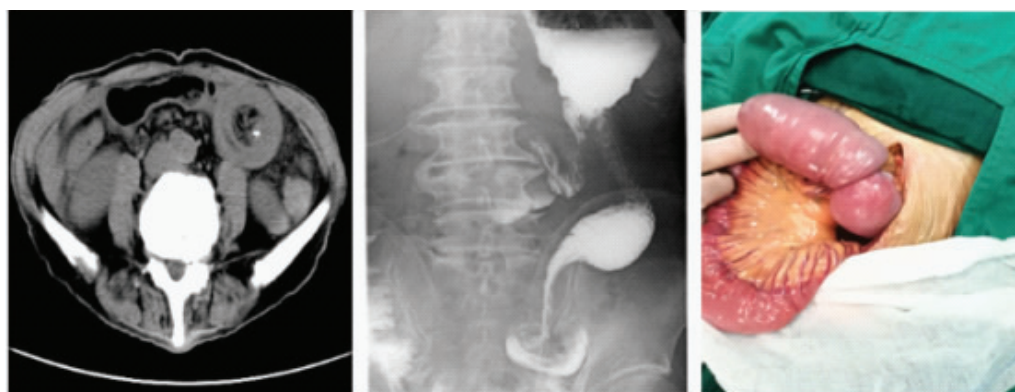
例2病人胃癌根治术后并发肠套叠CT、消化道造影及术中情况
